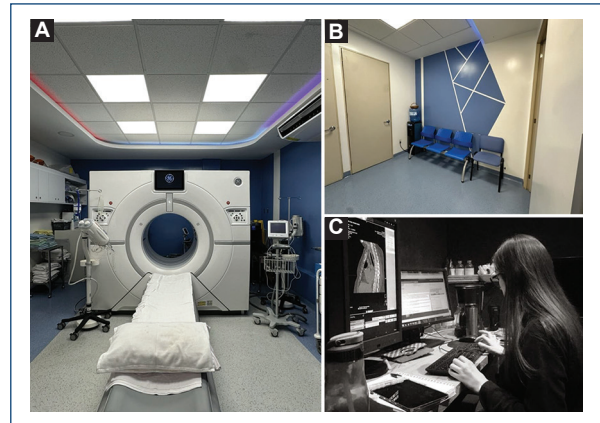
A: tomógrafo Revolution CT de General Electric. B: sala de espera dentro de la sala de tomografía. C: residente de radiología dentro de la sala de interpretación.
